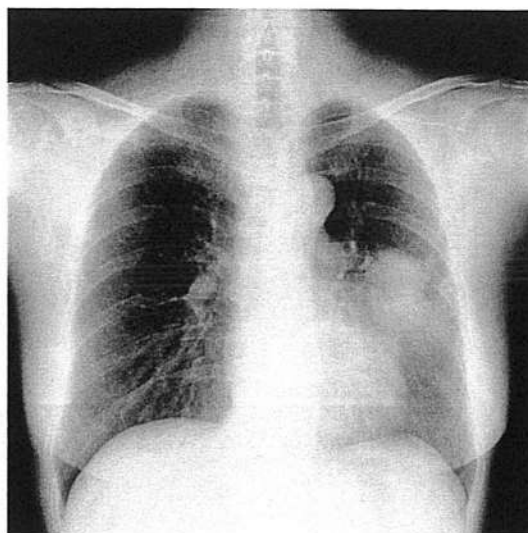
Chest X-ray at the first presentation shows a tumor lesion (about 7 cm in diameter) in the left middle lung field.
